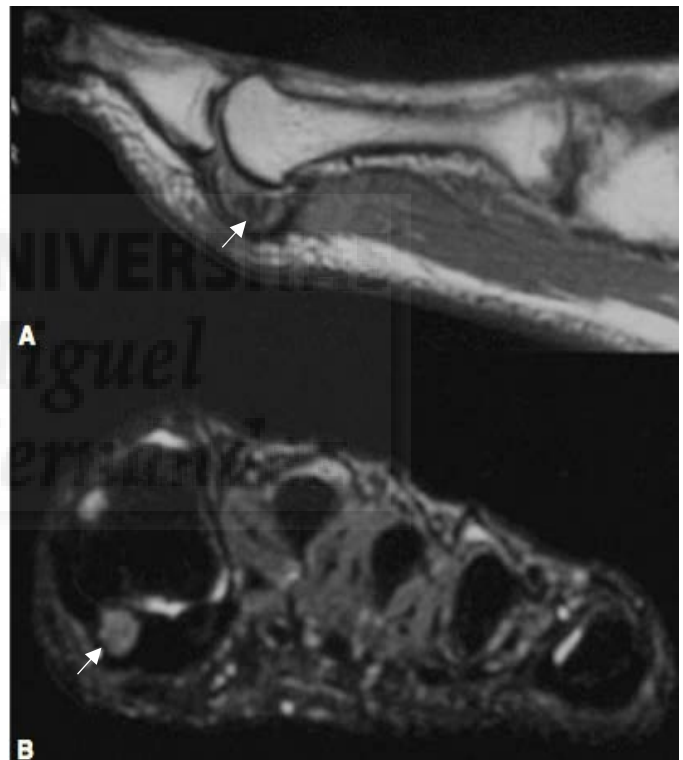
Imagen de resonancia magnética.
